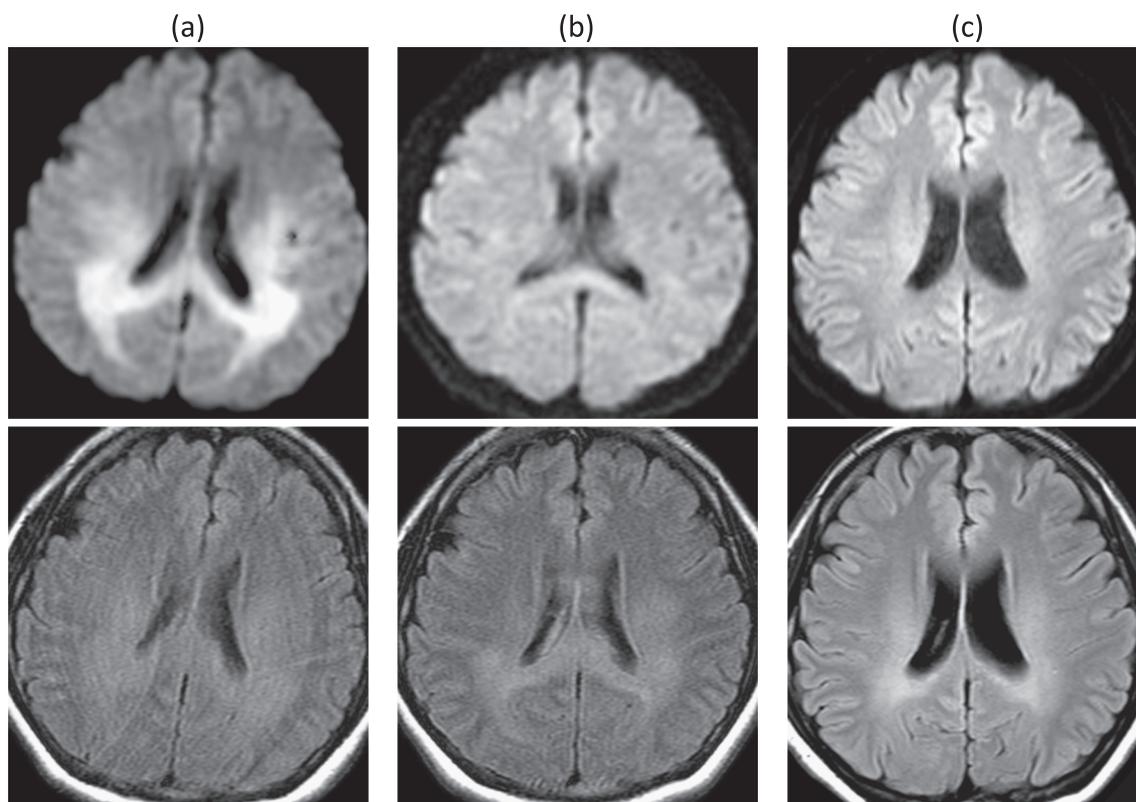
Temporal changes in the brain MRI findings.
